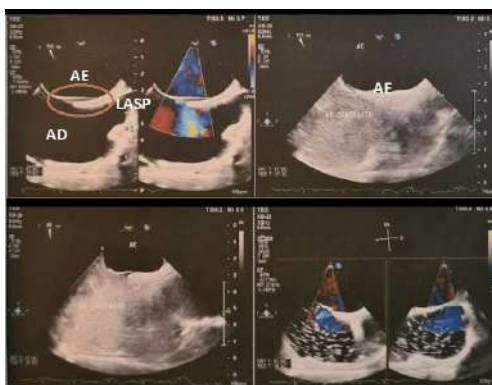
Ecocardiograma transesofágico rotacional 3: presença de bolsa septal atrial esquerda (LASP) (seta vermelha), sem 2: presença de Bicuspidosses; AE: Atrio esquerdo; AD: Atrio direito
